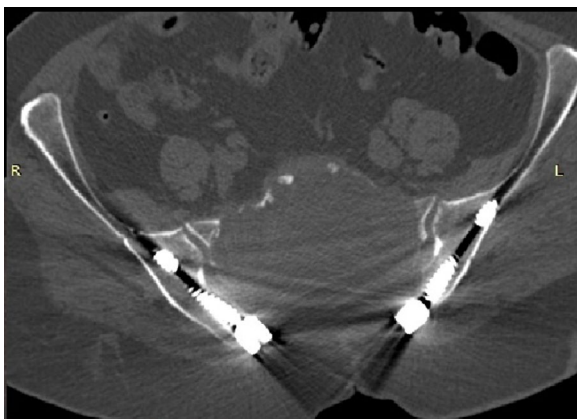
КТ томограммы в аксиальной проекции пациентки Н. через 6 месяцев после операции
